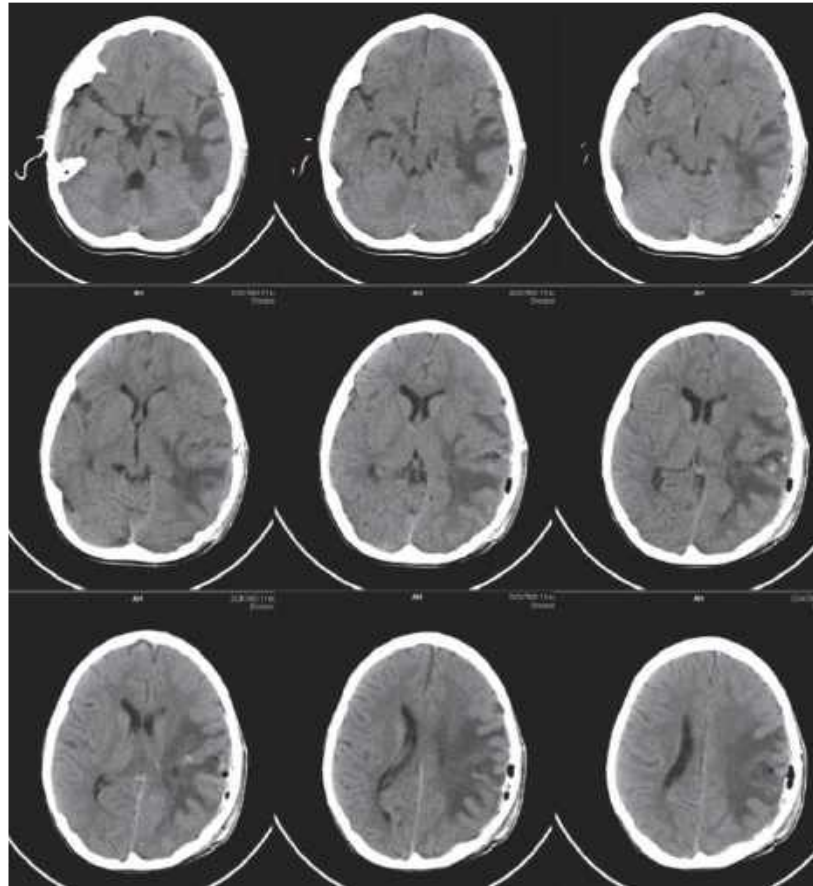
Спостереження №22. Хворий Н-ов, 8 років (історія хвороби №6577). КТ картина післяопераційного періоду.
